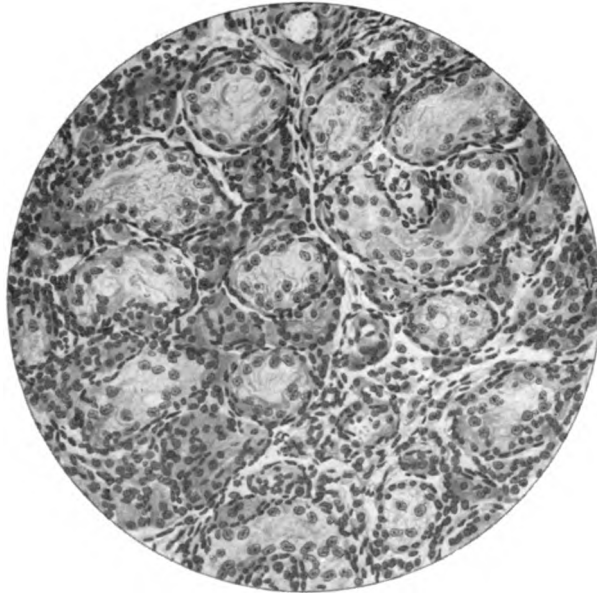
Endstadium der Röntgenatrophie des Hodens 35 Tage nach Applikation von 4 H.E.D. (Prot. N.r 16, l.). Haematox. Eosin, Zeiß, OK. 5 ×, Ap. 40. Starke Schrumpfung der Samenkanälchen, Reduktion des Samenepithels auf die Sertolizellen. Starke relative Vermehrung des Zwischengewebes.
